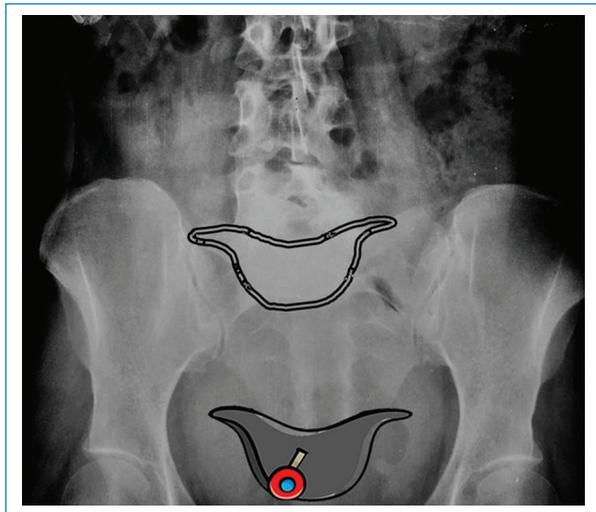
Radiografía del mismo paciente de la Fig. 1, con las líneas dibujando el signo en cuestión y la referencia esquemática del sombrero que le da nombre.
